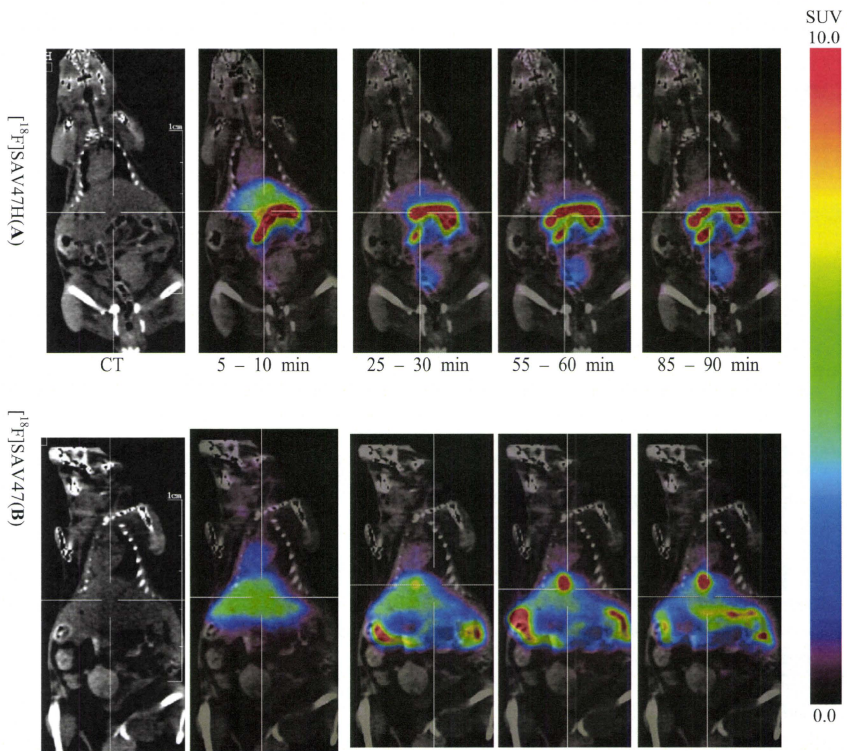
ICRマウスにおける[¹⁸F]SAV47Hの小動物PET/CT像
